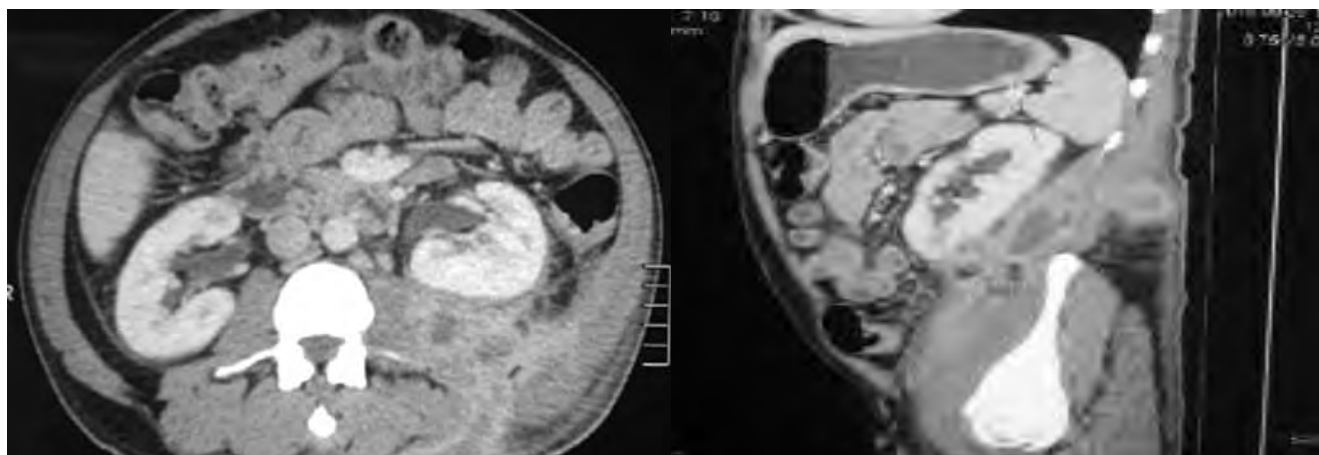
Tomografía con contraste donde se evidencia colección en psoas izquierdo que fistuliza hacia tejido blando.
